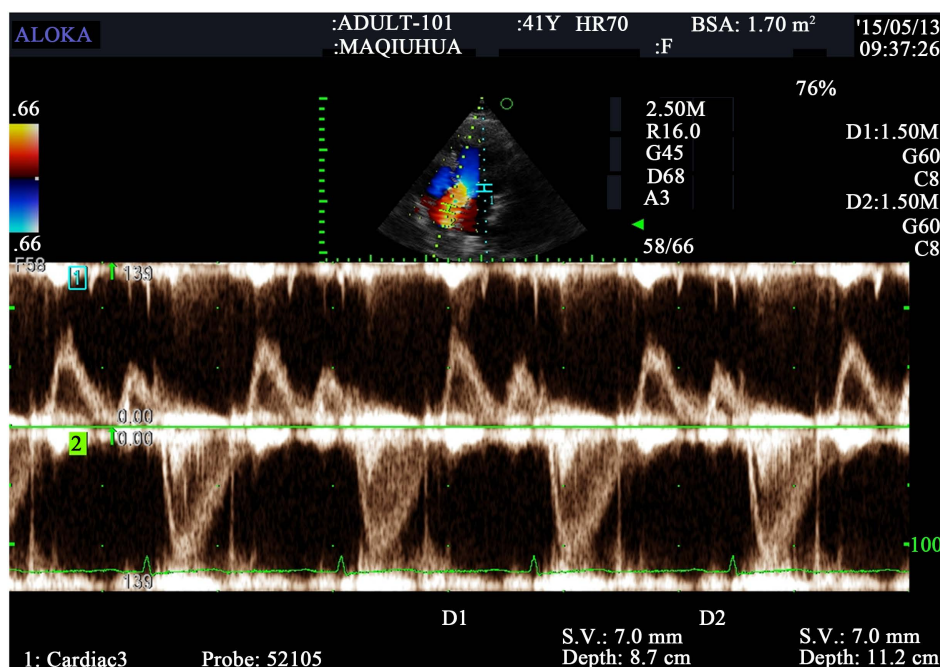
Double pulse doppler mode chart
